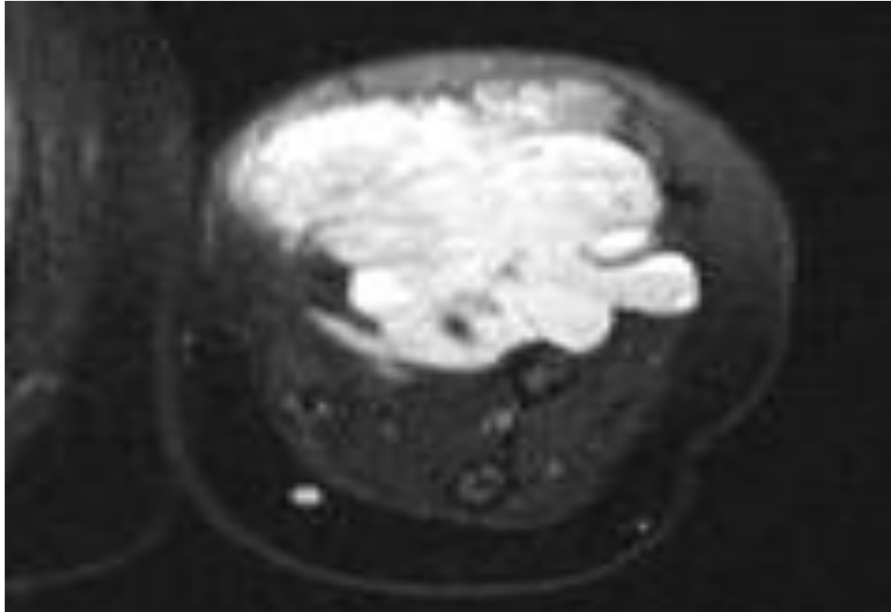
IRM séquence T2, Malformation lymphatique du bras gauche [23]
